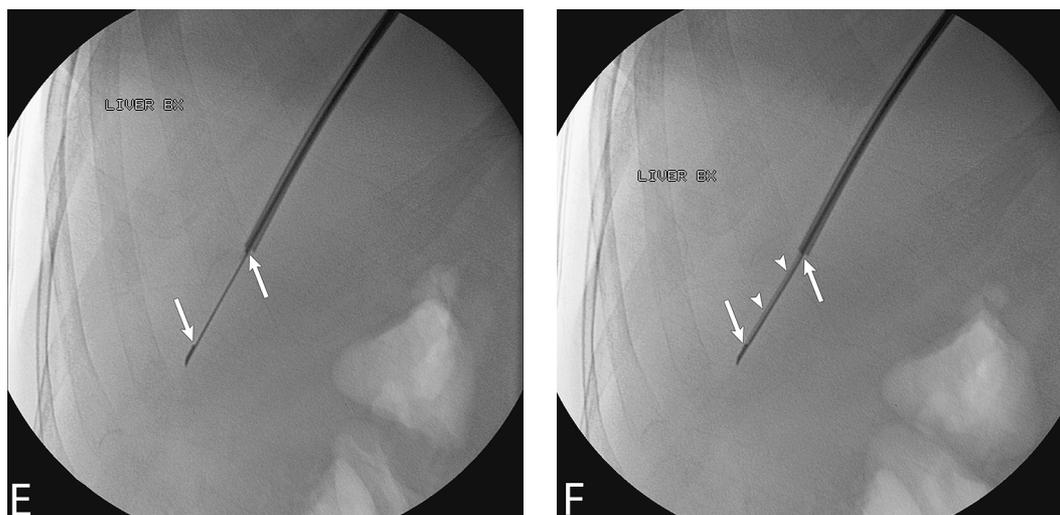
(продолжение) (Е) Одиночный рентгеновский снимок, который представляет собой увеличенное изображение периферической зоны печени. Игла Trucut калибра 20G продвигается коаксиально внутри металлического чехла. У иглы Trucut имеется бороздка вдоль ее длины (между стрелками). Печеночная паренхима попадает в нее. (F) Одиночный рентгеновский снимок, который представляет собой
